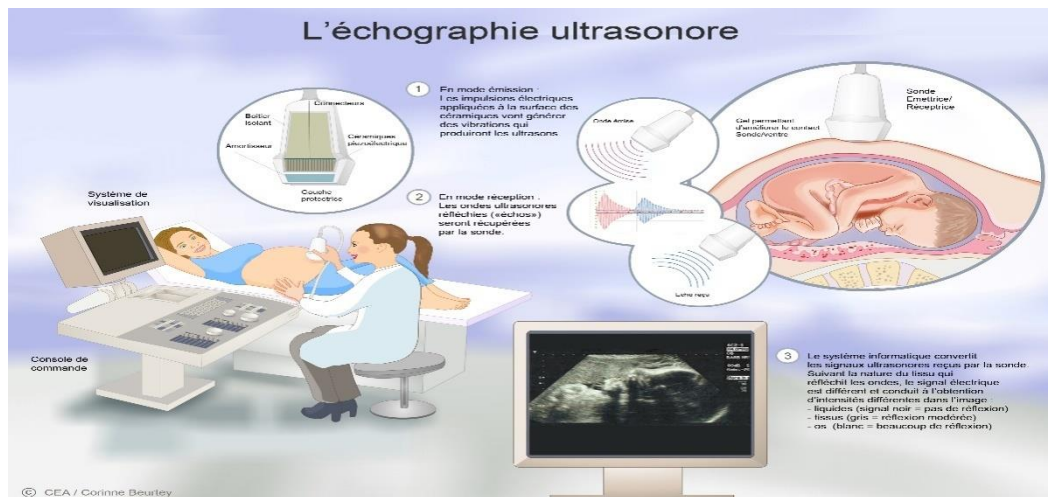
L'échographie ultra sonore.
